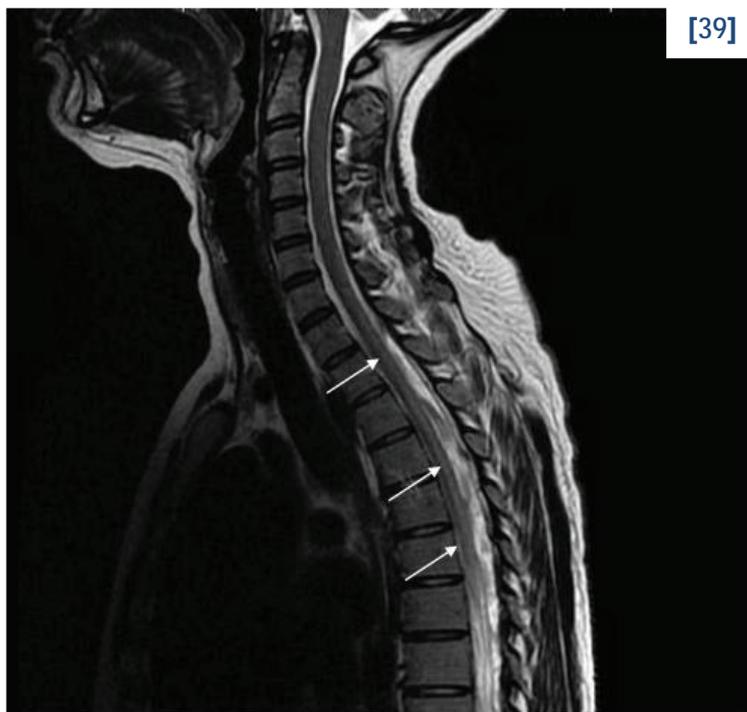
Sagittal T2-weighted MRI scan showing the dorsal spinal cord with hyperintensity involving the posterior and lateral columns before treatment.
